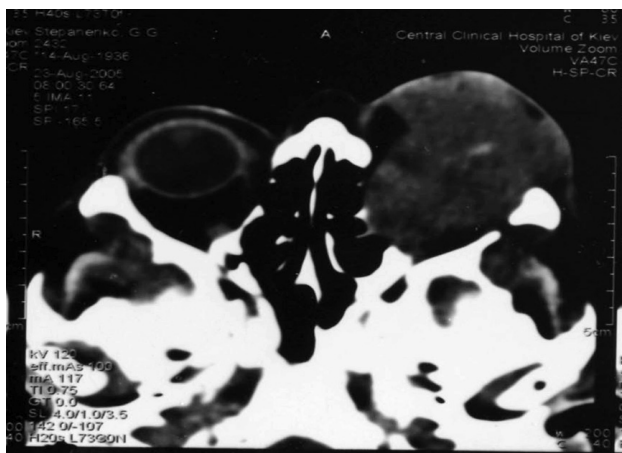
Компьютерная томограмма аденокарциномы слезной железы
